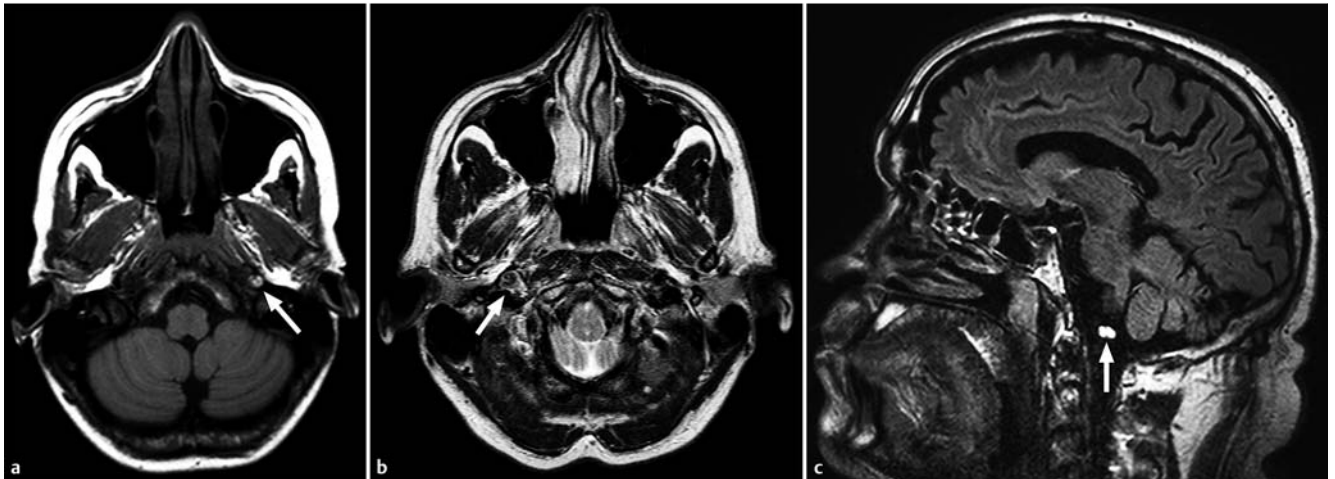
Nachweis einer Disektion in der MRT. a Die native axiale T1w Aufnahme zeigt ein hyperintensives Wandhämatom (Pfeil) im Stadium des Methämoglobins. b Das T2w Bild zeigt das Wandhämatom (Pfeil) und ein kleines Restlumen. c Im FLAIR-Bild ist ein intradurales Wandhämatom (Pfeil) der A. vertebralis zu erkennen.
